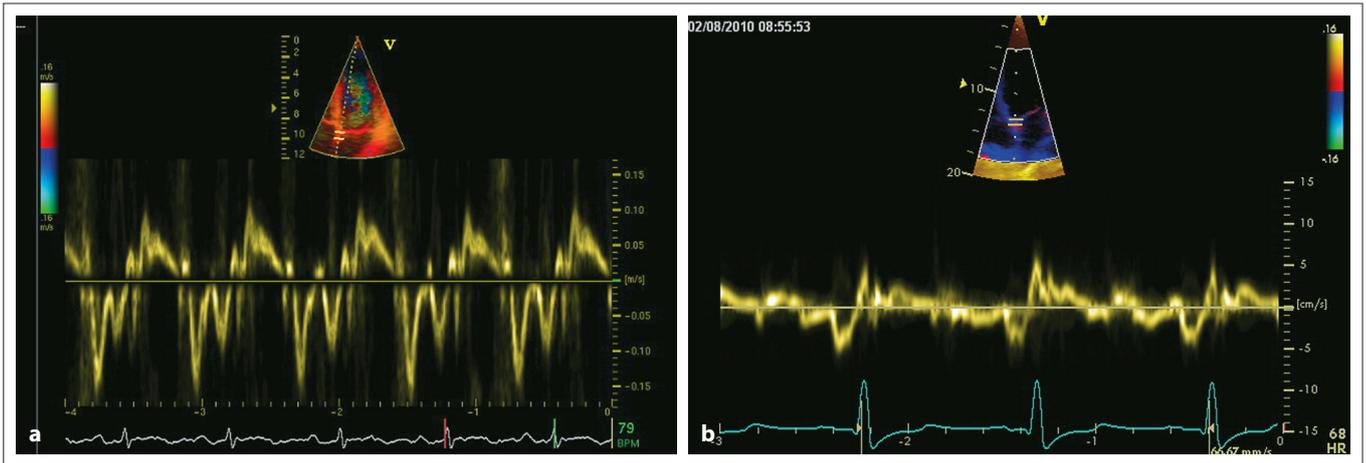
(a): Normales Gewebedopplermuster septal; (b): reduzierte E' (und S') Geschwindigkeiten septal.
